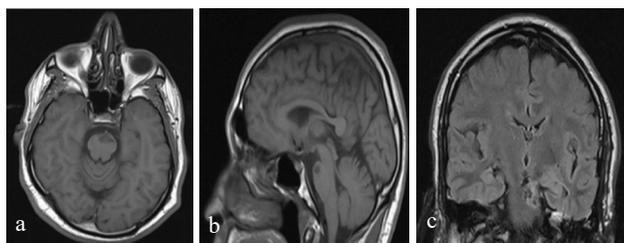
RMN de cerebro a) corte axial, b) sagital, c) coronal. Gliosis post-quirúrgica a nivel de mesencéfalo y protuberancia, no se observan nuevas lesiones.
